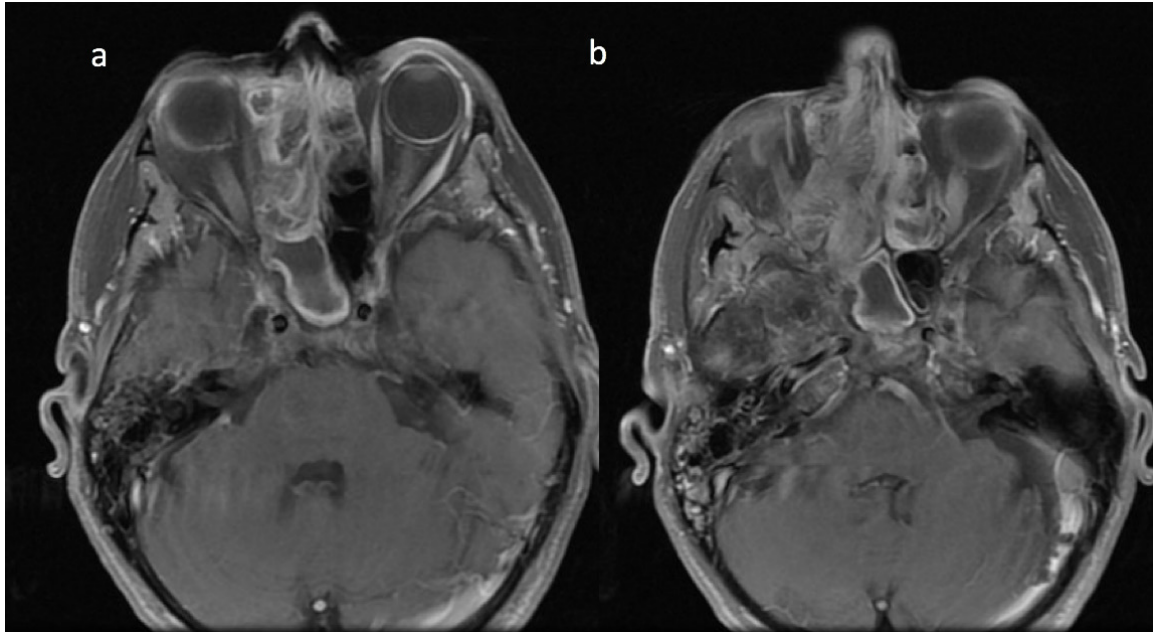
RMN de MCF. Secuencia T1 serie con contraste endovenoso. Cortes axiales (a y b).
